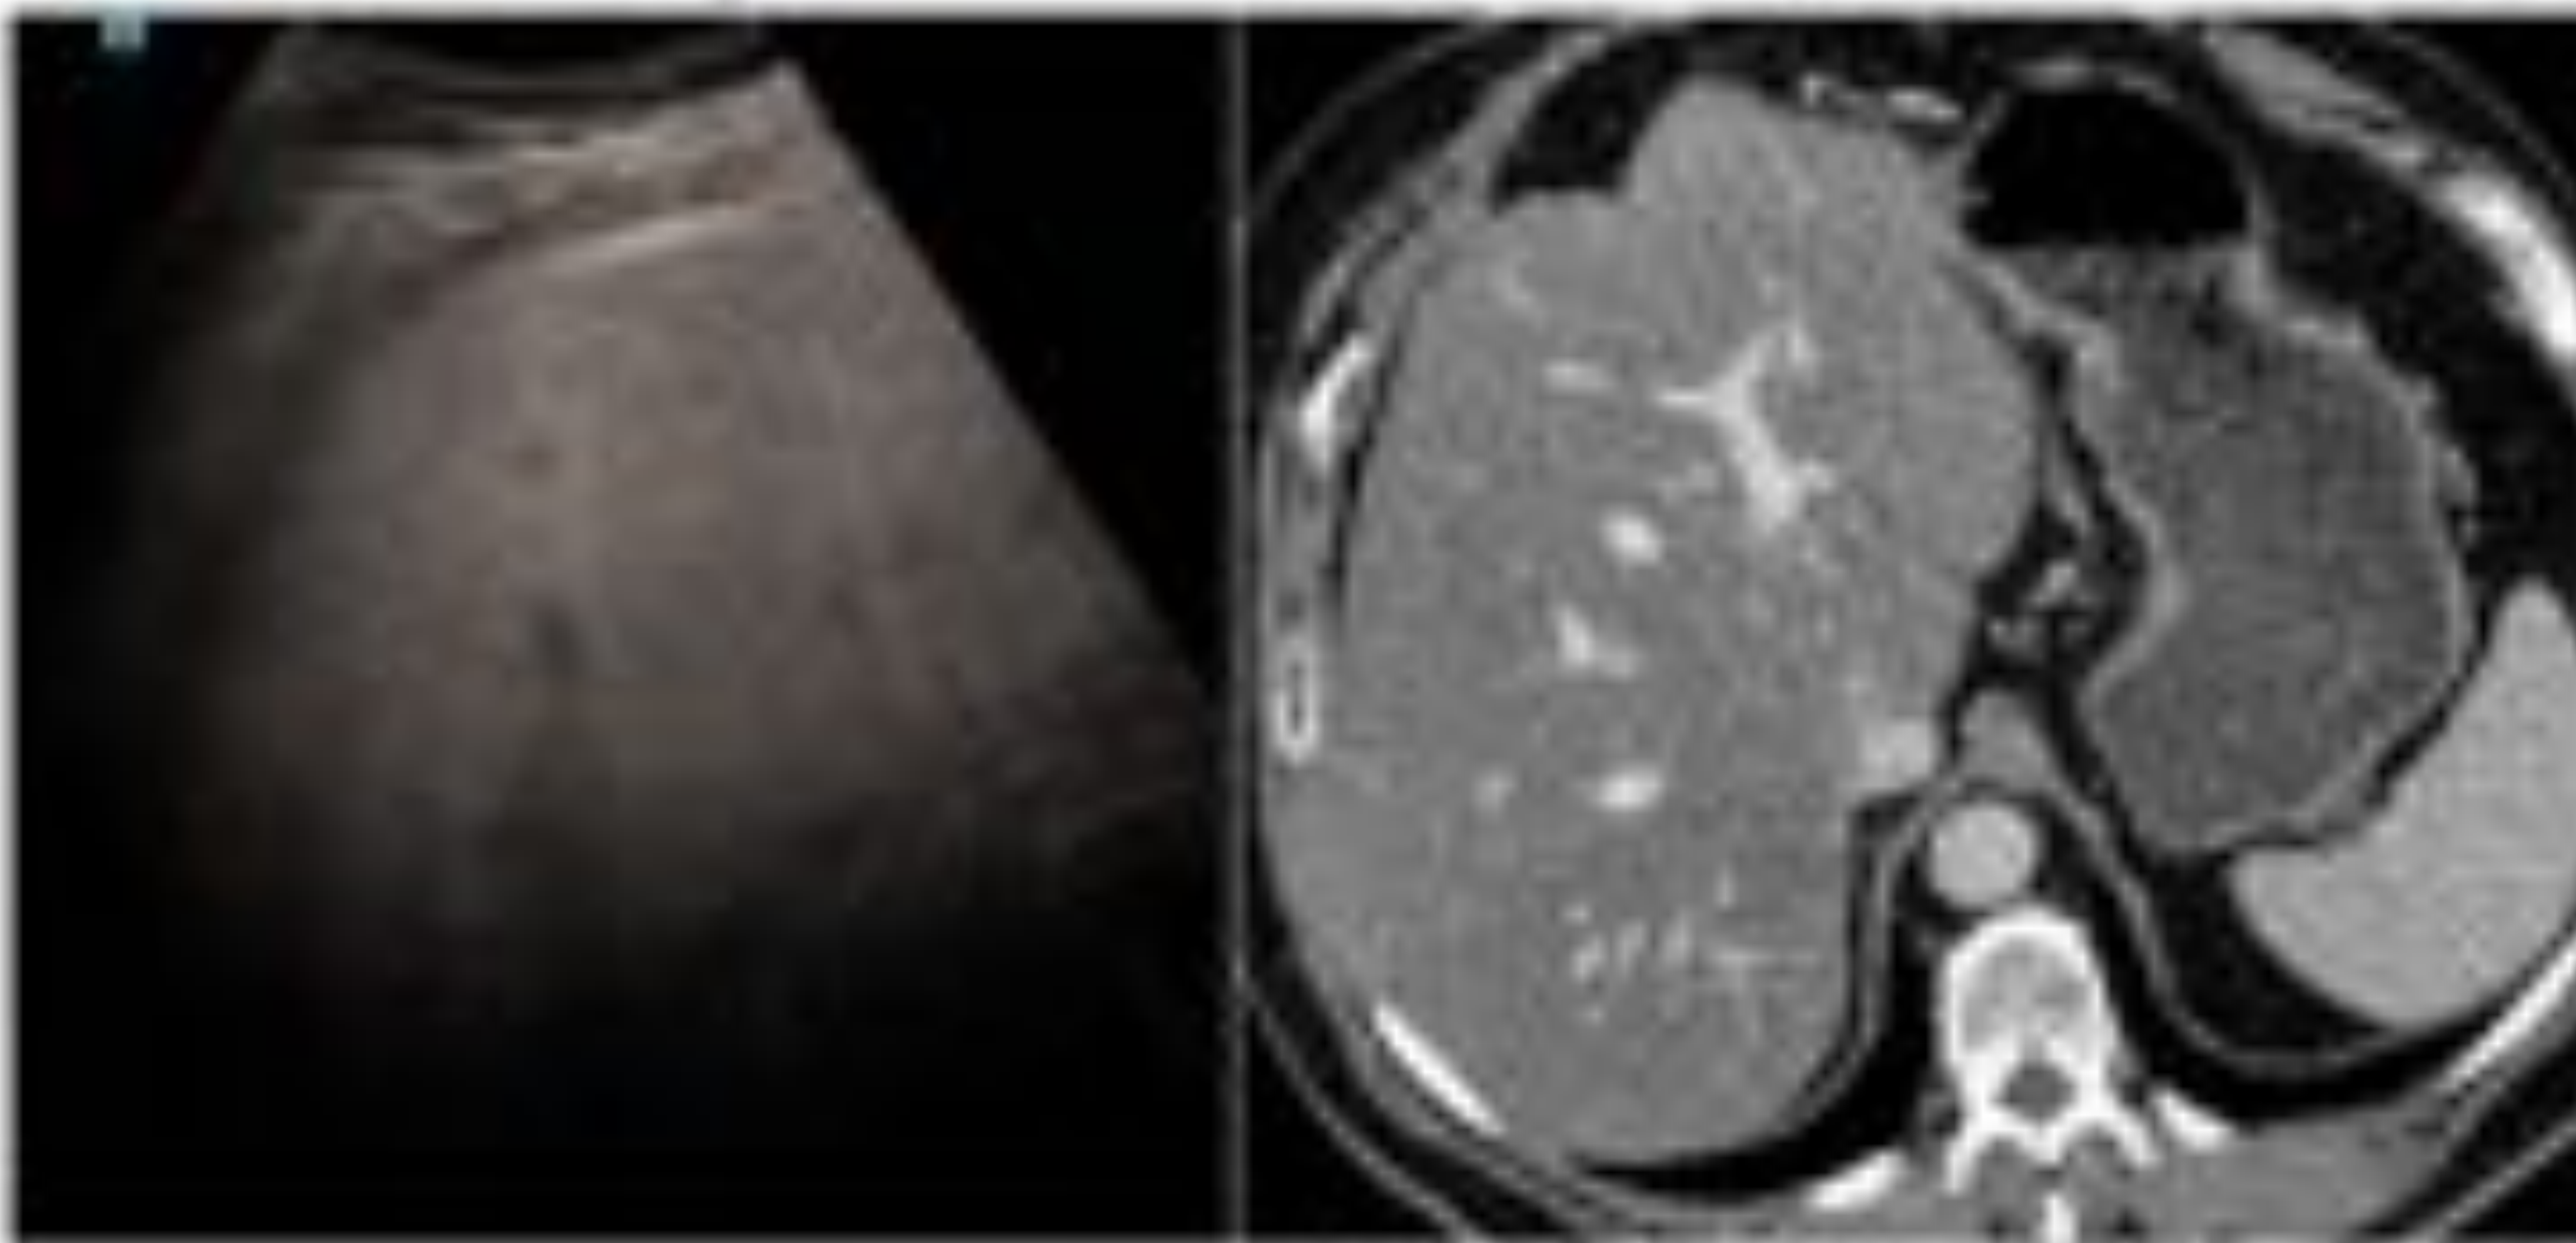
Esteatosis focal prehililar. En ecografía se observa imagen pseudonodular hiperecogénica anterior a la vena porta. En la TC se corresponde con área hipodensa y la RM muestra la pérdida de señal focal en secuencia T1-fuera de fase.
